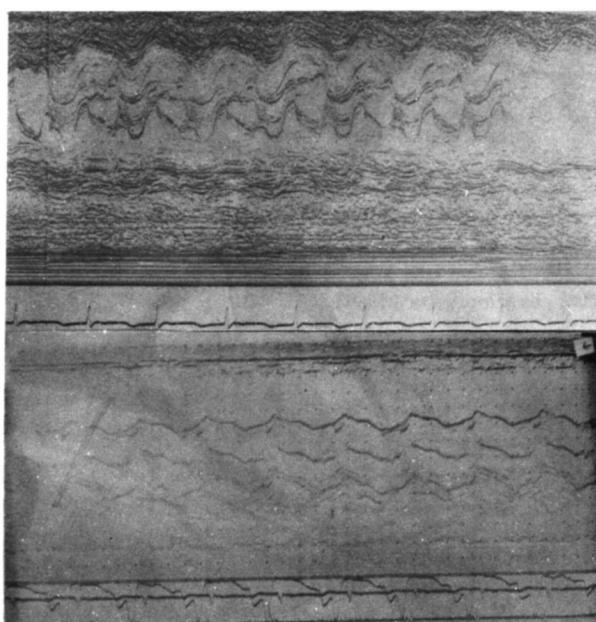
The echocardiogram in the hypertrophic cardiomyopathy.
